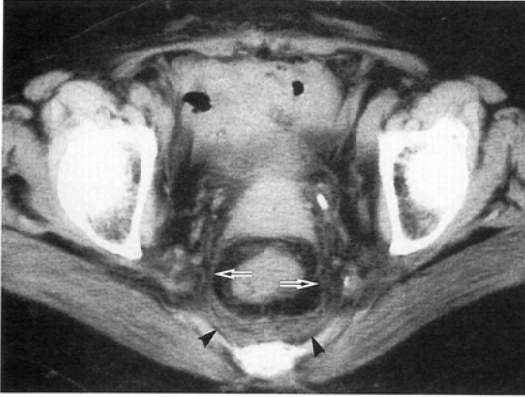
72-year-old woman, post radiationtherapy for cervical carcinoma : CT at (a) level shows slightly thickened "perirectal fascia" surrounding the rectum. The fascia is composed of the sacrouterine ligament (arrows) laterally and of the deep layer of the subperitoneal fascia (arrowheads) posteriorly.
